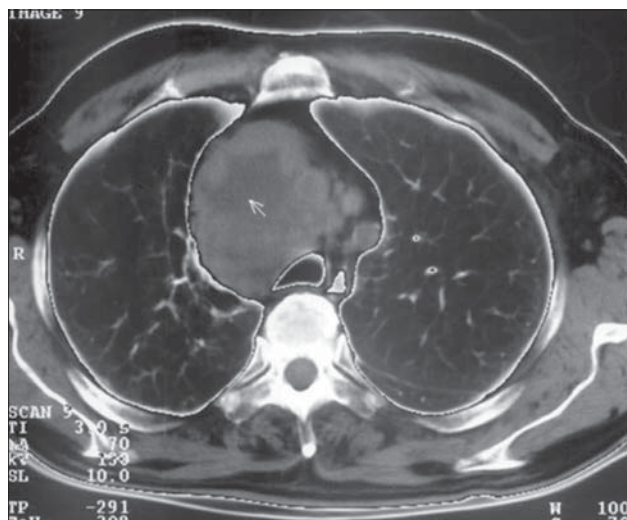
Secțiune axială toracică CT. Adenopatii mari (posibilă necroză) cu hipodensitate centrală, paratraheale superioare drepte.
